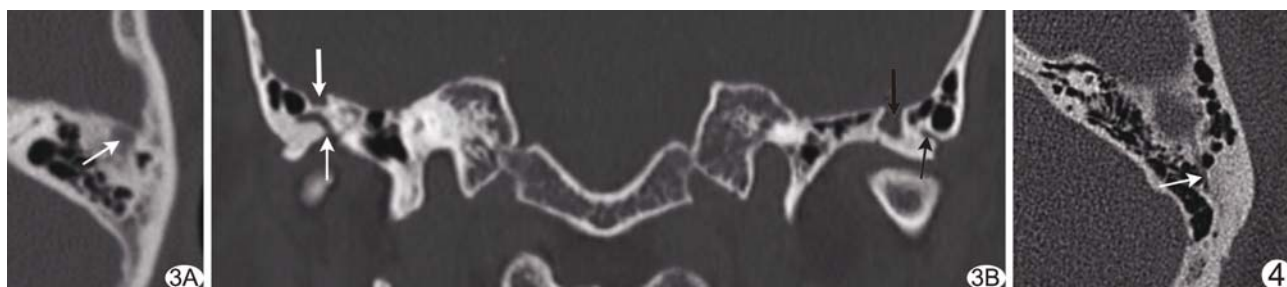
HRCT 显示 PSS 团状扩张和孟后孔 A. 轴位图像示 PSS 局部呈团状扩张(箭); B. 冠状位图像示左侧 PSS 局部扩张成团(粗黑箭), 左侧孟后孔水平向外走行达颞骨皮下(细黑箭), 右侧 PSS 较粗(粗白箭), 孟后孔垂直向下进入颞下颌关节窝(细白箭) 图 4 PSS 周围骨壁缺失 轴位 HRCT 示左侧颞骨内 PSS 呈前后走行的管状影, 局部骨质不完整(箭)
